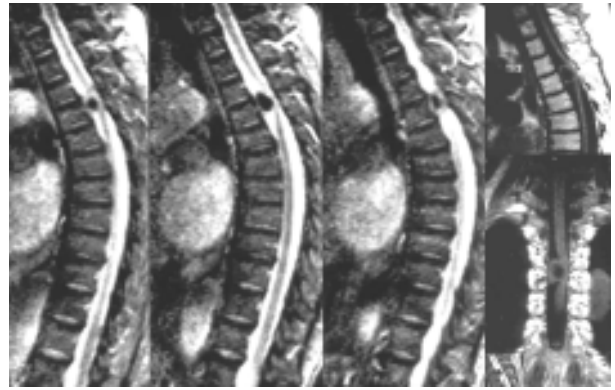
Сагиттальные МРТ грудного отдела позвоночника в T_1 и T_2 режимах: на уровне T_{III} - T_{IV} позвонков определяется менингиома вентролатеральной локализации, сдавливающая спинной мозг и передние субарахноидальные пространства. Больной О., возраст — 67 лет
